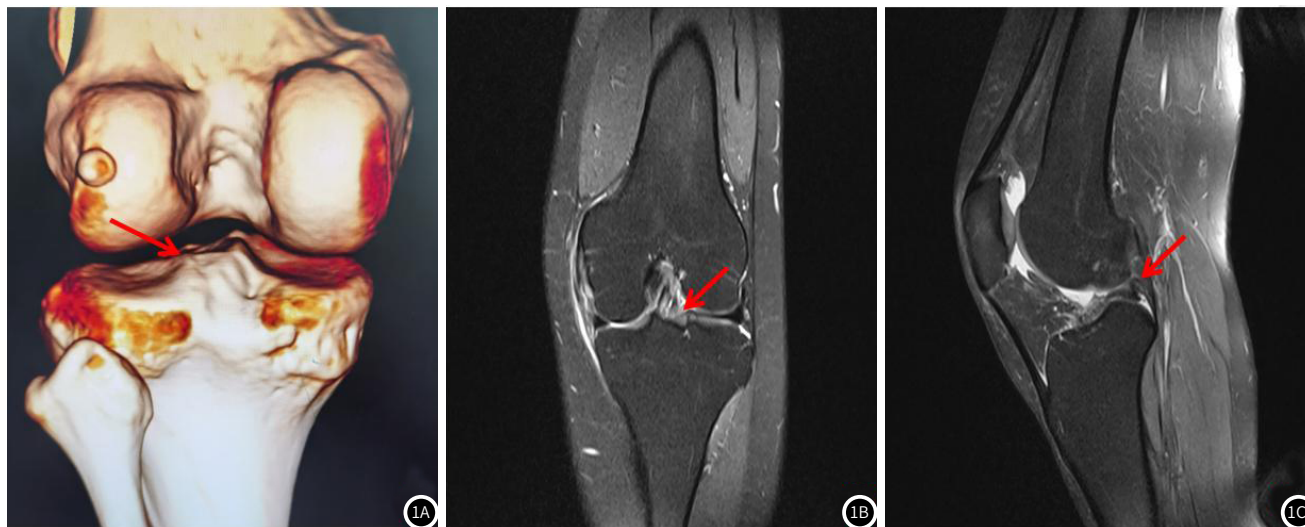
膝关节CT及MRI检查。图1A、图1B可见膝关节外侧髁间嵴平坦消失,图1C可见外侧半月板后角冗长卷曲。
